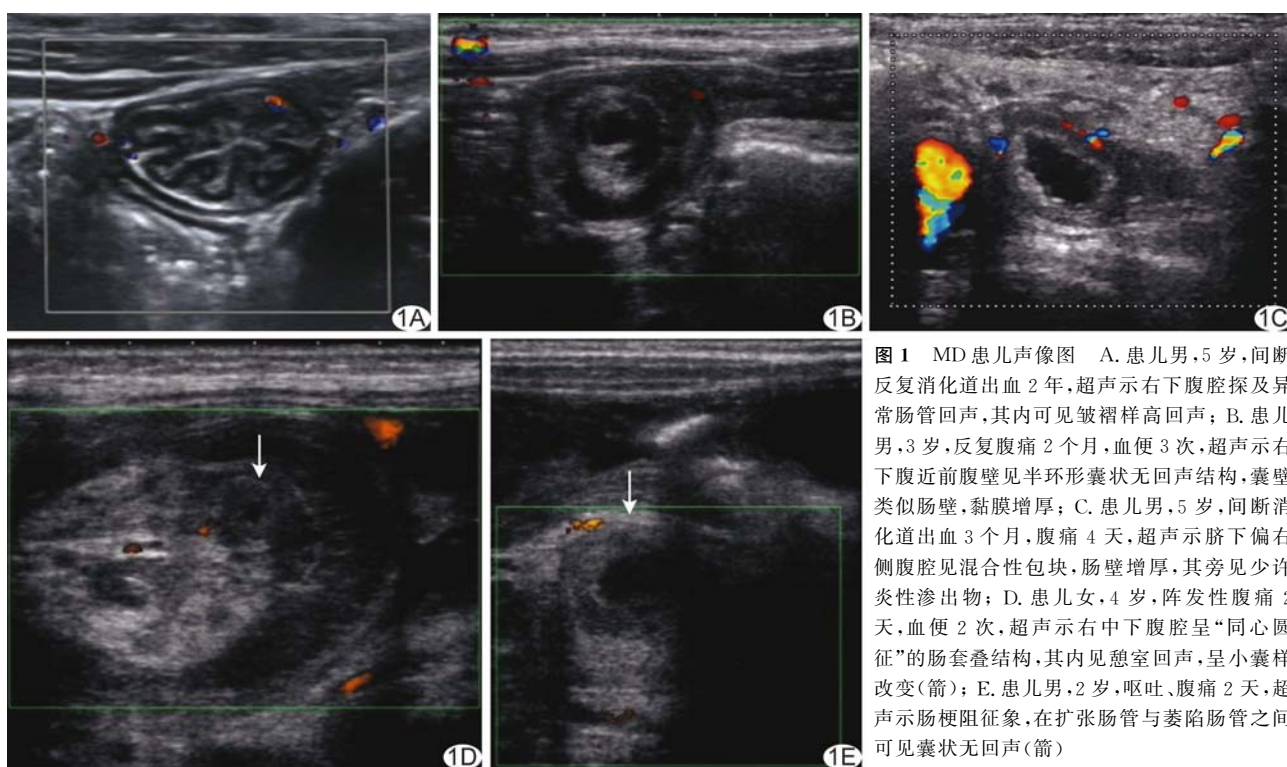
MD 患儿声像图 A. 患儿男,5 岁,间断反复消化道出血 2 年,超声示右下腹腔探及异常肠管回声,其内可见皱褶样高回声; B. 患儿男,3 岁,反复腹痛 2 个月,血便 3 次,超声示右下腹近前腹壁见半环形囊状无回声结构,囊壁类似肠壁,黏膜增厚; C. 患儿男,5 岁,间断消化道出血 3 个月,腹痛 4 天,超声示脐下偏右侧腹腔见混合性包块,肠壁增厚,其旁见少许炎性渗出物; D. 患儿女,4 岁,阵发性腹痛 2 天,血便 2 次,超声示右中下腹腔呈“同心圆征”的肠套叠结构,其内见憩室回声,呈小囊样改变(箭); E. 患儿男,2 岁,呕吐、腹痛 2 天,超声示肠梗阻征象,在扩张肠管与萎陷肠管之间可见囊状无回声(箭)
